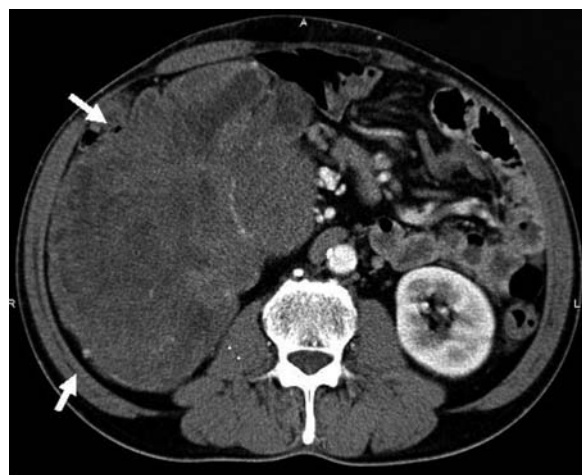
Computerized tomography (CT) showed a huge mass (about 20 × 15 × 15 cm) with early enhancement in the right abdomen (arrow).
